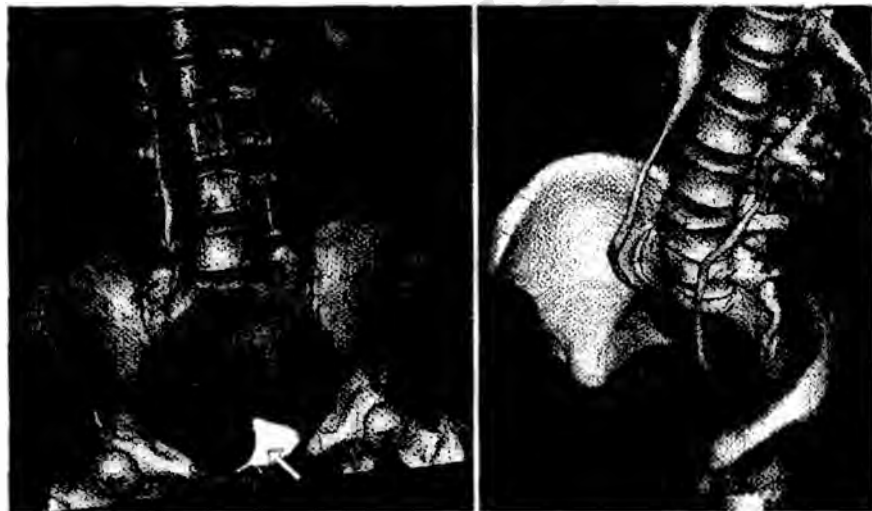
Мультисрезовая спиральная томограмма. Компрессия мочевого пузыря и дистальных сегментов мочеточников миомой. Стрелкой указан компримированный мочевой пузырь.
